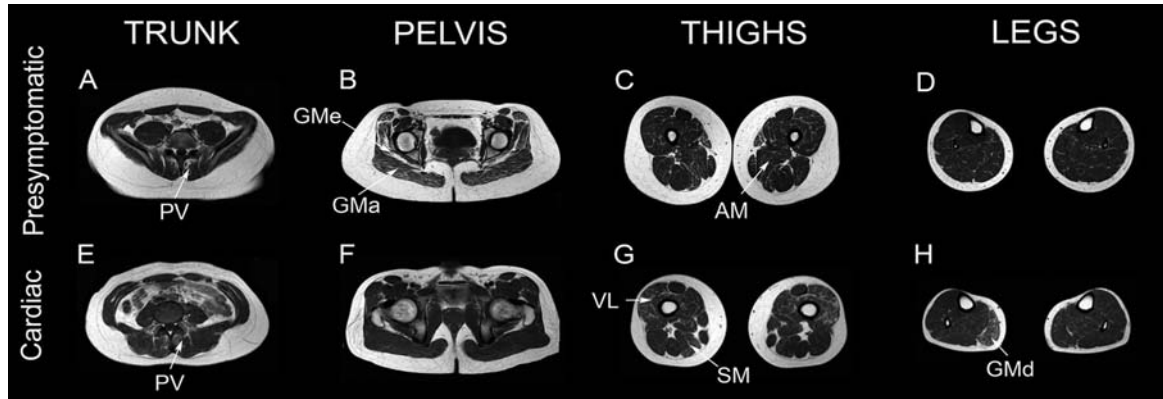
Muscle MRI of patients with mutations in the *LMNA* gene and isolated cardiomyopathy phenotype and of presymptomatic patients. Presymptomatic patients (A–D) and patients with isolated cardiomyopathy phenotype (E–H) and presymptomatic patients had signs of muscle fatty infiltration in their MRIs. We observed mild fatty infiltration in paravertebral muscles (PV), *glutei* muscles including *gluteus medius* (GMe) and *maximus* (GMa), *adductor magnus* (AM), *semimembranosus* (SM) and *gastrocnemius medialis* muscles.
